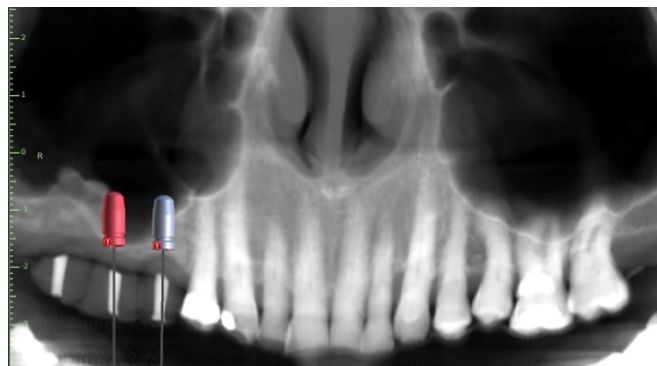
panorex ottenuta da CBCT, con dima radiologica e planning implantologico preliminare
